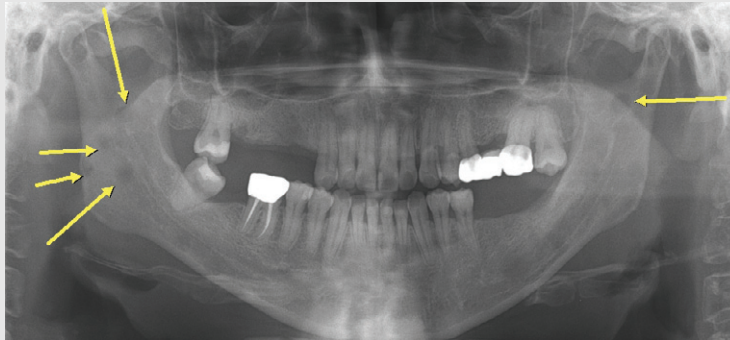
증례 2 환자의 2년 3개월 후 파노라마방사선영상. 우측 하악지와 하악절흔, 좌측 하악지에서 다발성의 방사선투과성 병소가 관찰된다. 주변 골의 변화는 동반하지 않지만 비교적 경계가 명확한 골 파괴 양상으로 전형적인 다발골수종 병소의 방사선학적 특징을 보인다.
